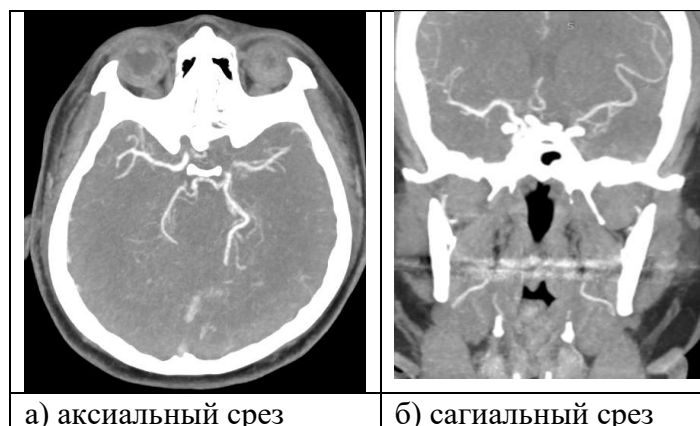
Пациентка 27 лет. Болезнь Мойя-моя. КТ- ангиография интракраниальных сосудов головного мозга до операции. Гипоплазия левой внутренней сонной артерии.
